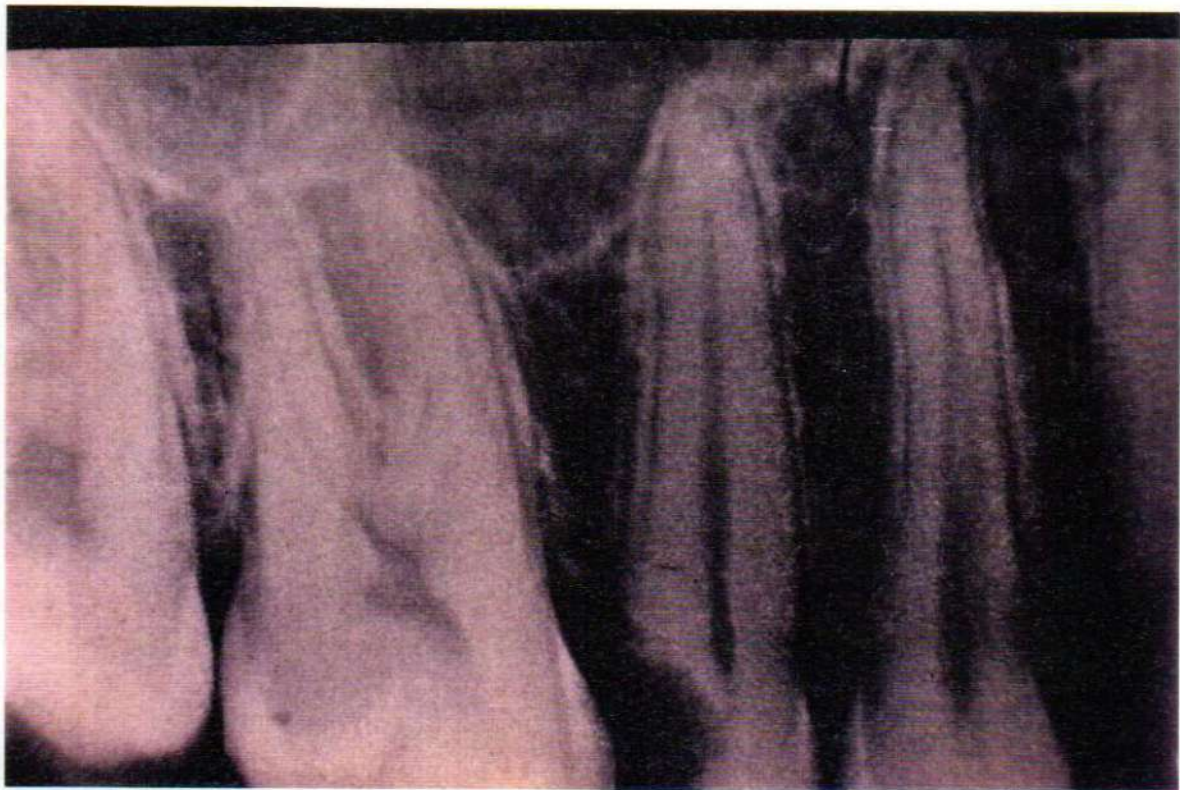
Caso Clínico No. 2. Radiografía periapical del elemento 15.
